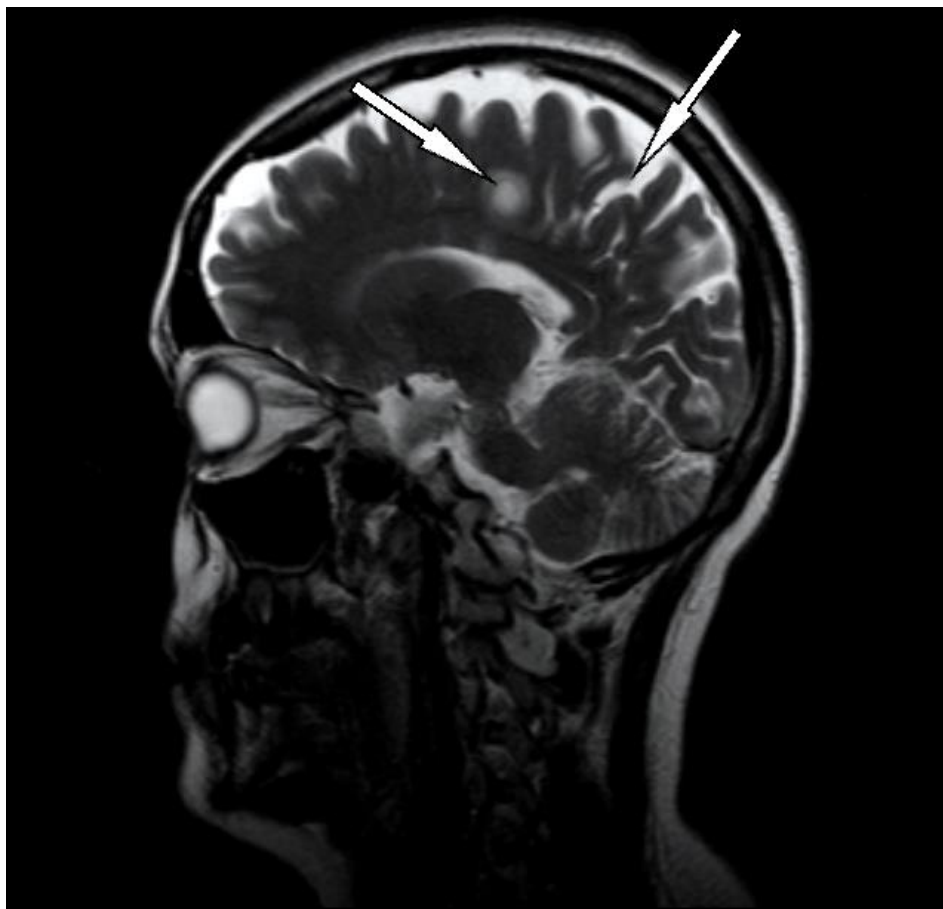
МР – томограма ГМ пацієнтки, 38 років з групи 1 (основної) (історія хвороби №7030), режим Т – 2 зваженого зображення, сагітальний зріз, на якому продемонстровано (права стрілка) початкові явища підкіркової атрофії, і вогнище демієлінізації у правій півкулі (ліва стрілка).
